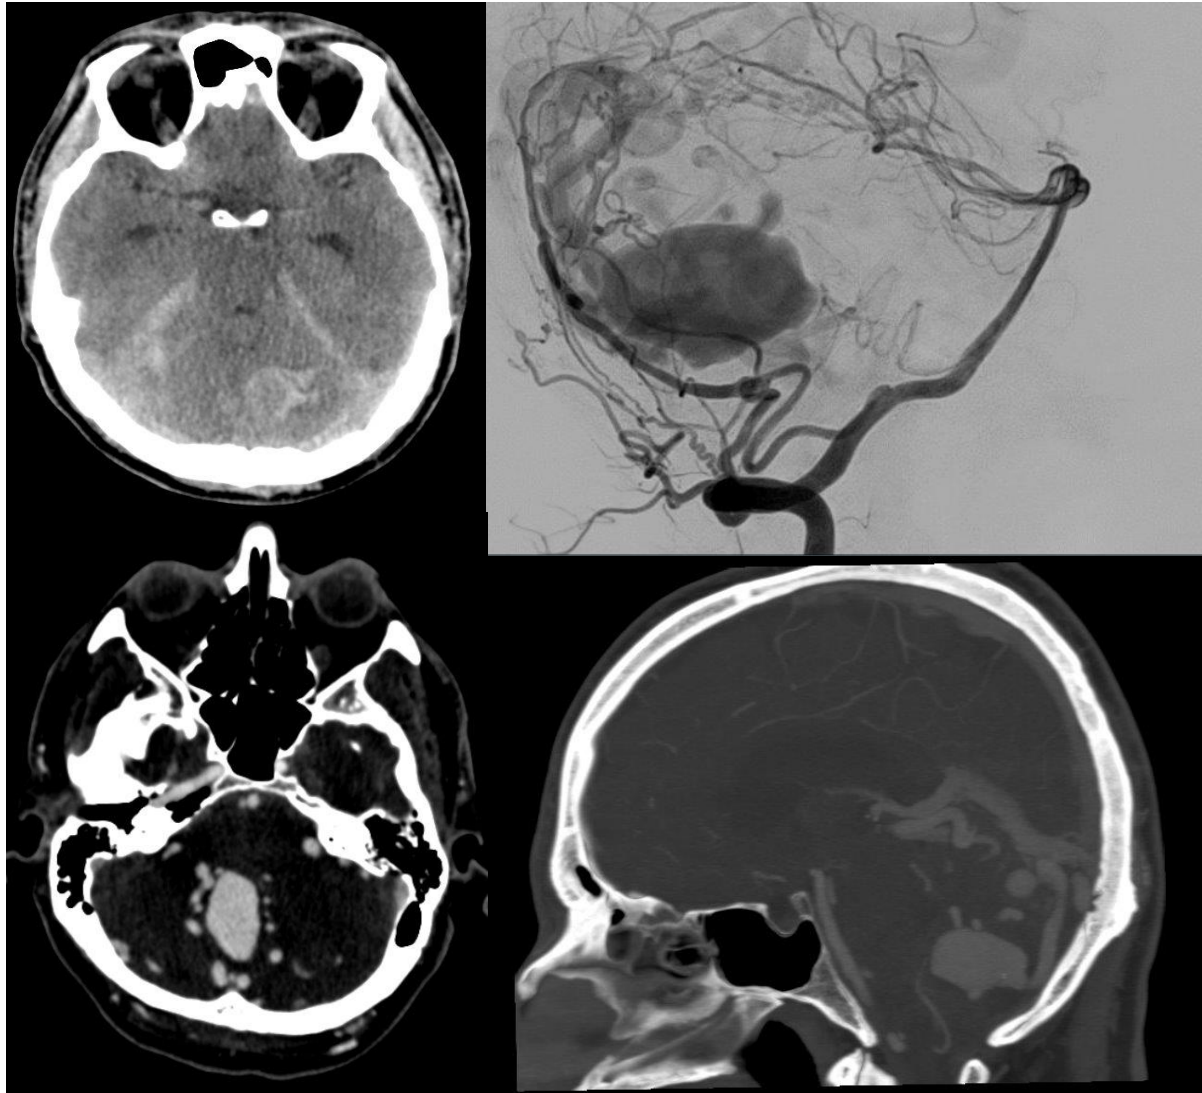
Paciente de 52 años que tras realizar maniobra de Valsalva inicia con cefalea occipital. La TC muestra HSA en cisternas pontocerebelosas (flechas azules). El ATC muestra dilataciones aneurismáticas y estructuras tubulares tortuosas en en fosa craneal posterior . En la Angiografía se observa una FAV dural con aportes de ACP derecha, V4, meníngicas de ACE, y con drenaje a vena de Galeno con dilatación varicosa, seno recto y venas profundas con ectasia venosa cerebelosa.
